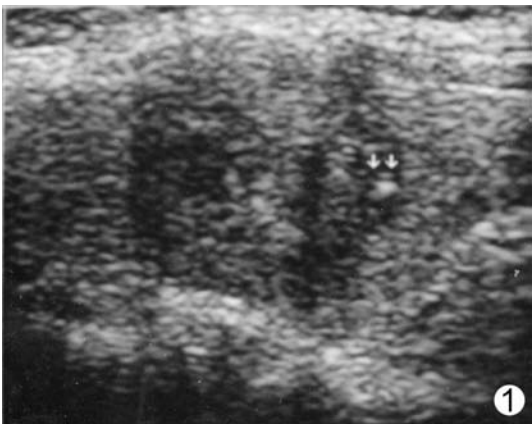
灰阶超声显示左叶甲状腺癌呈不均质低回声,箭头所指为强回声的微钙化点
